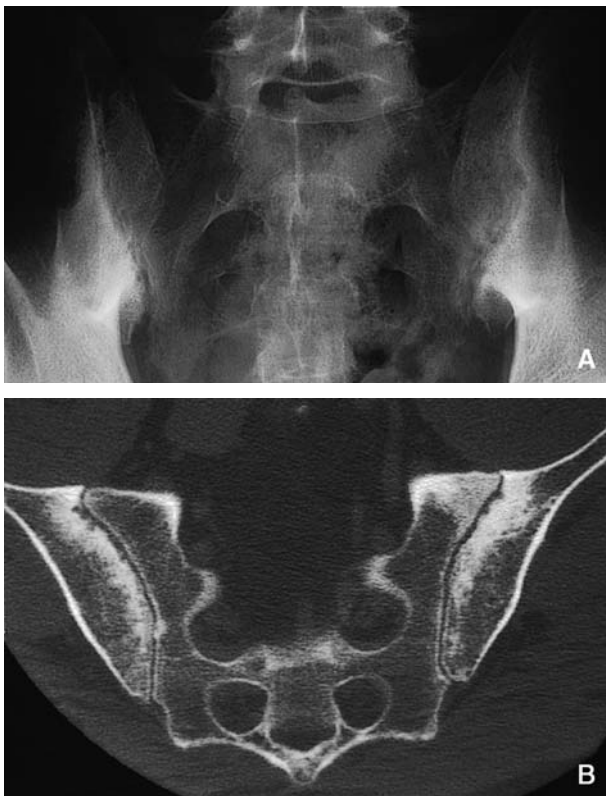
Aspect radiographique d'une sacro-iliite évoluée.
